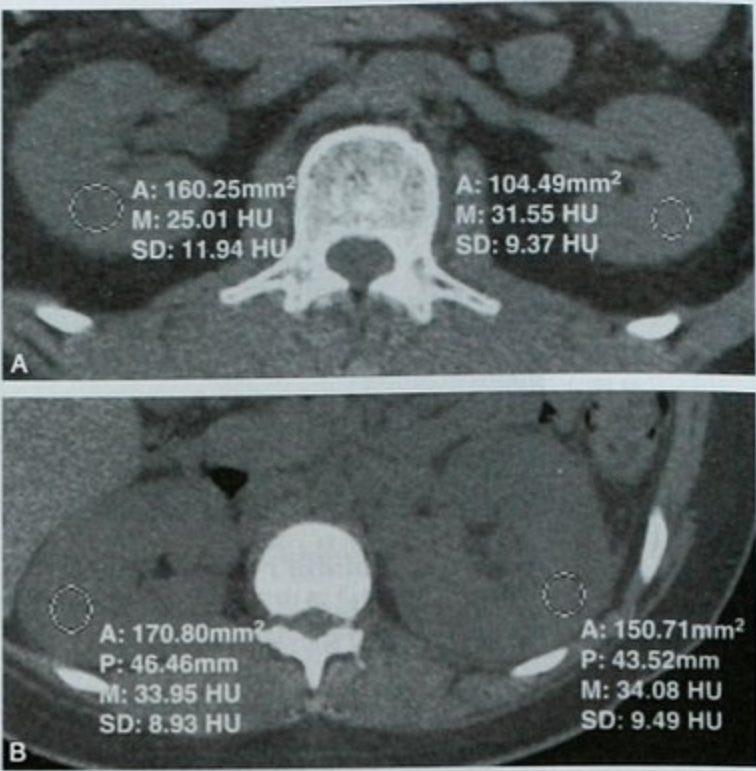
苍白肾征。A. 右肾结石患者,平扫 CT 肾实质测量,显示梗阻侧密度减低(25~31HU);B. 左侧肾炎患者的类似测量,两侧肾脏未见明显密度差异。M:平均值;SD:标准差
